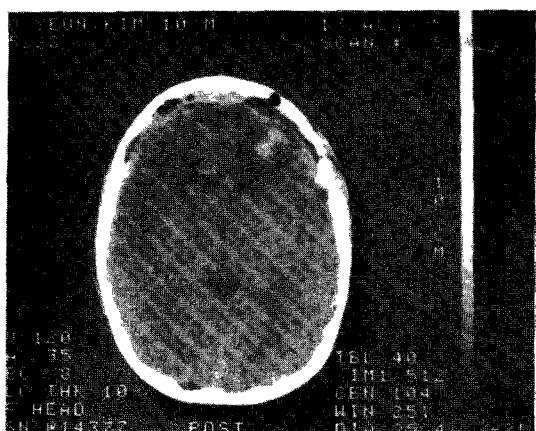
Uninfused CT scans showing delayed intracerebral hematoma in a previously normal region underlying an epidural hematoma.
